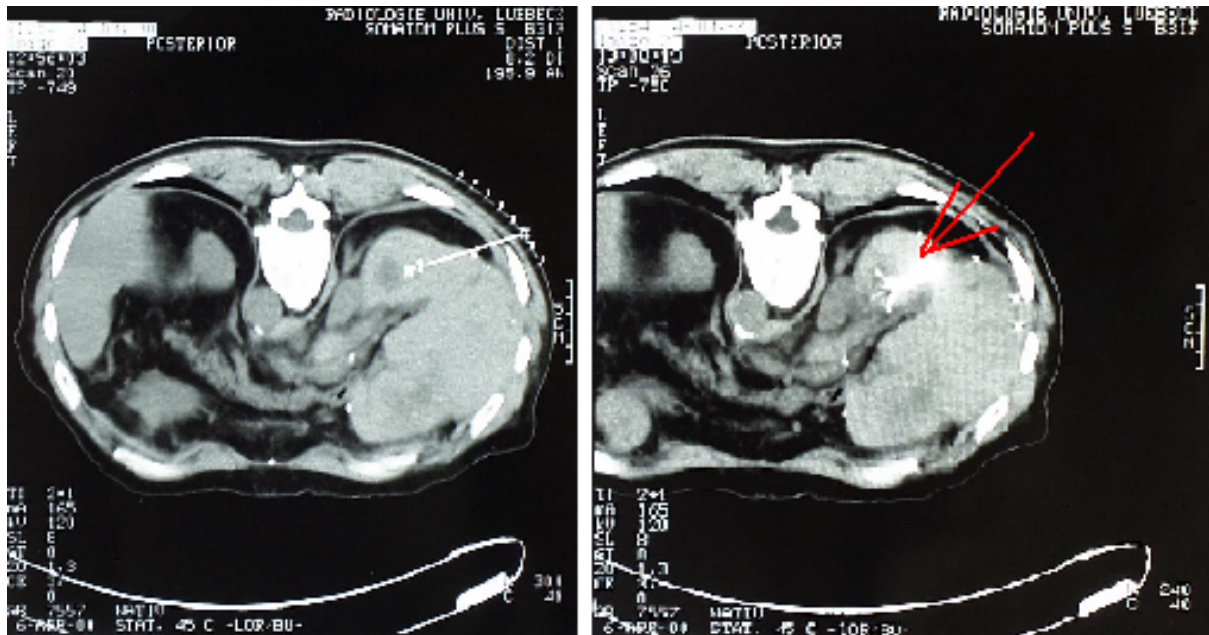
links: präablative im CT, rechts: interventionelle Kontrolle der Nadelposition (roter Pfeil) im CT
